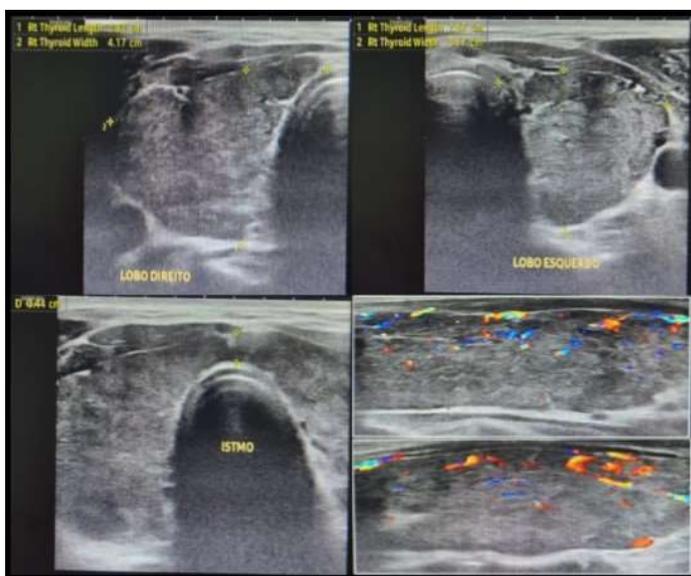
Ultrassonografia com doppler de tireoide ambulatorial.
